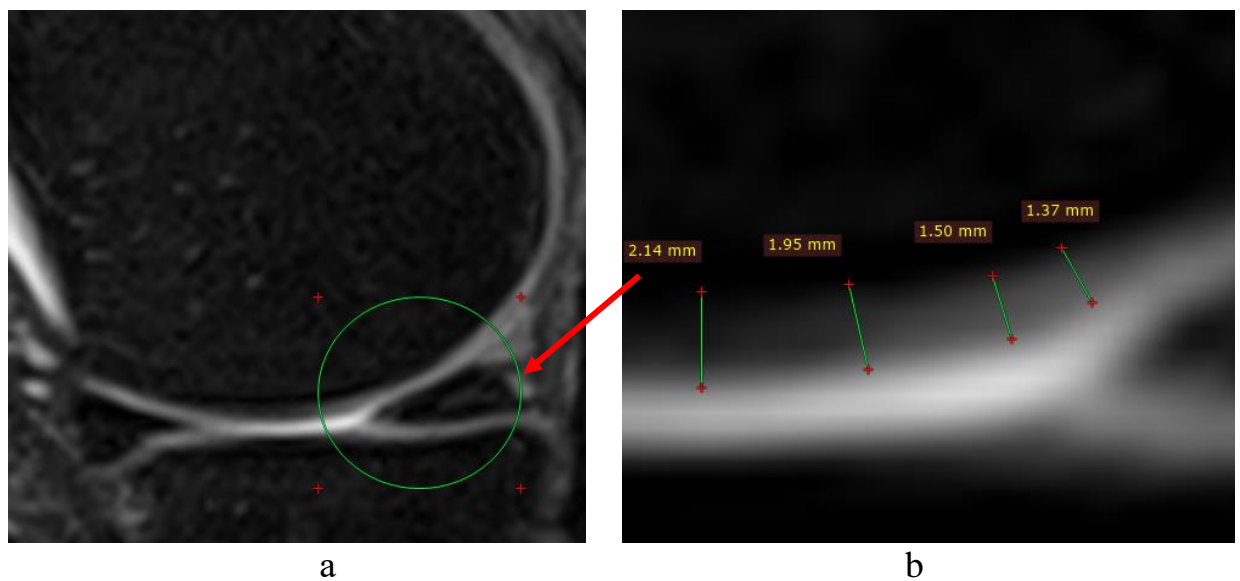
Данные повторной МРТ у пациента Р: а – общая картина; б – измерение толщины хряща
